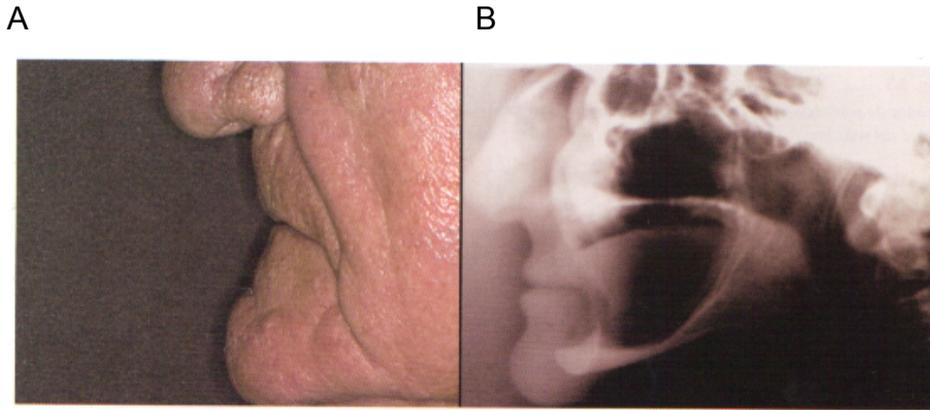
Radiografía lateral de cráneo. A) Perfil del paciente. B) Radiografía lateral.
